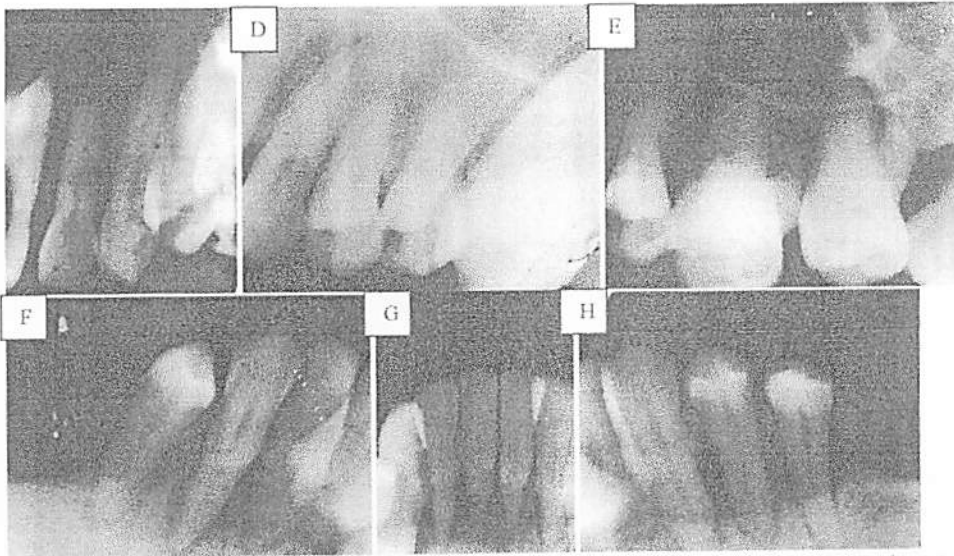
(A) X-ray image teeth 17, 16, 15; (B) X-ray image teeth 11, 21; (C) X-ray image teeth 2, 2, 2, 3, 24; (D) X-ray image teeth 23, 24, 25; (E) X-ray image teeth 25, 26, 27; (F) X-ray image teeth 44, 43, 42; (G) X-ray image teeth 42, 41, 31, 32; (H) X-ray image teeth 33, 34, 35
